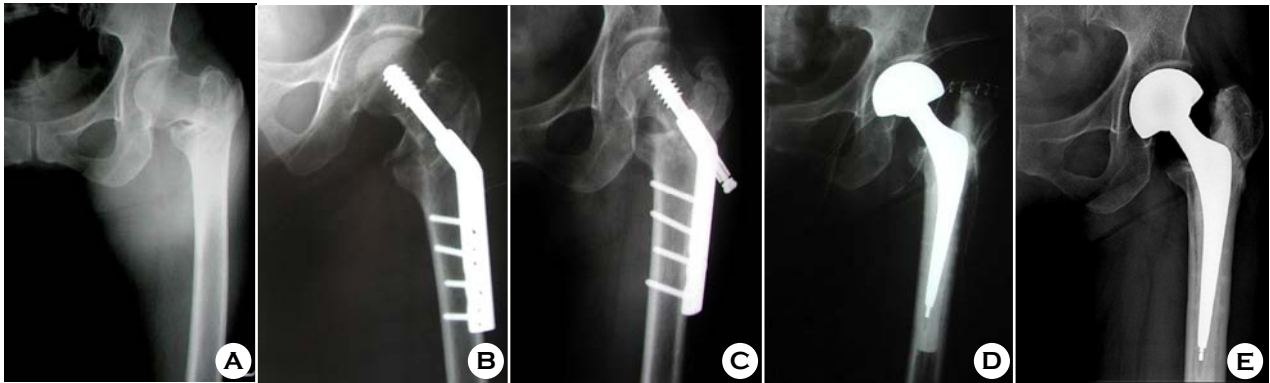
(A) Case #2, 55/F, AO type A2.1 and singh index grade V. (B) Post OP X-ray, treated with DHS. the TAD was 28 mm and neck shaft angle was 128° . (C) POD #4 months, failed internal fixation with 2 cm neck shortening and varus collapse. (D) Post OP X-ray, treated with bipolar hemiarthroplasty. (E) POD #1yr 3 months, no aid ambulation.
